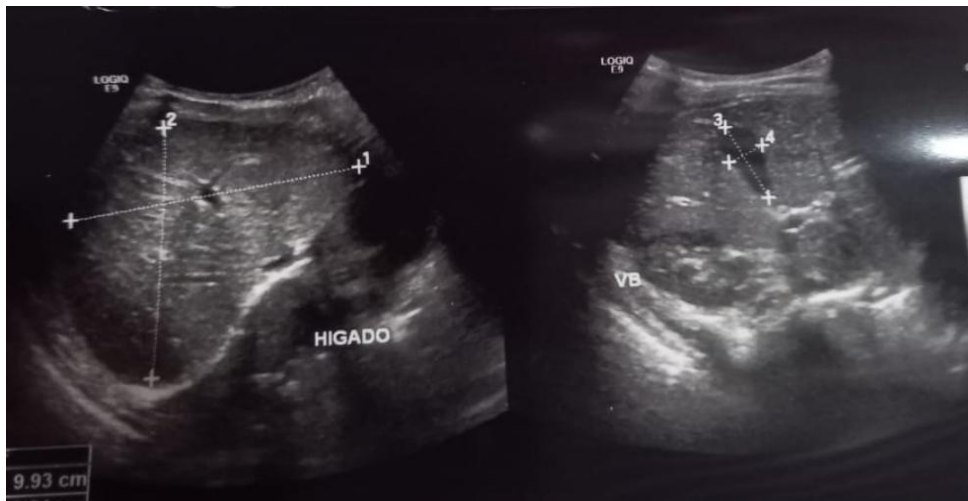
Ultrasonografía abdominal donde se observa hepatomegalia leve a predominio en lóbulo derecho. Imagen obtenida de expediente clínico de paciente
